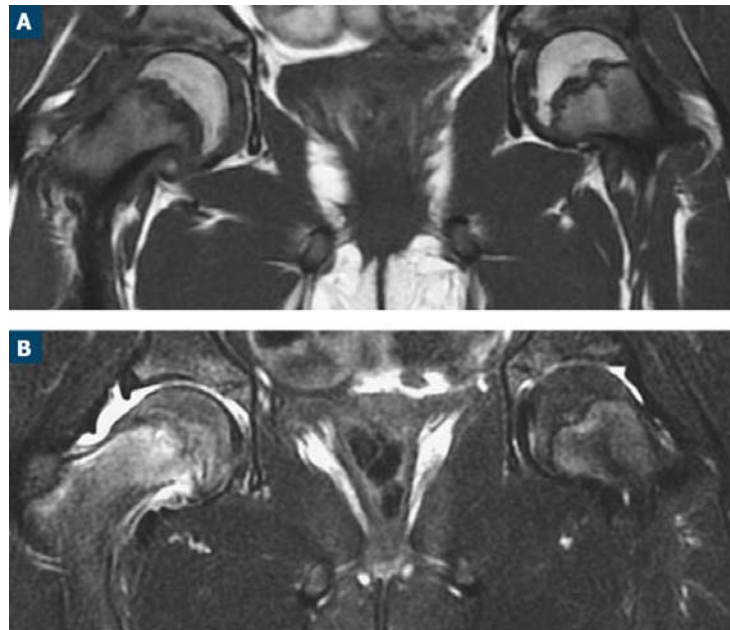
IRM : Epiphysiolyse fémorale supérieure (EFS) bilatérale, instable à droite, pré-glissement à gauche.
